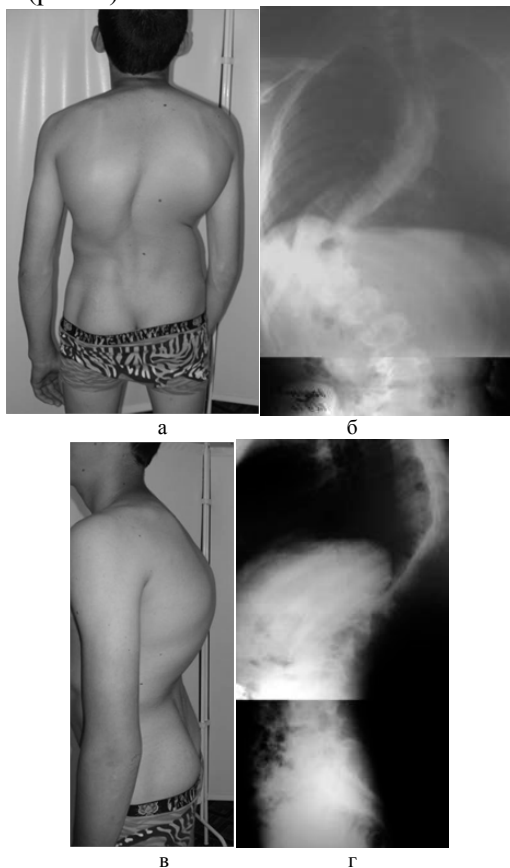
Рентгенограммы позвоночника (б, г) и внешний вид (а, в) при поступлении
